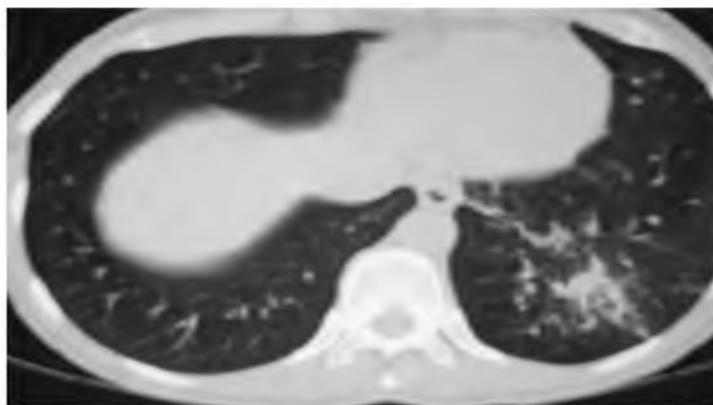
КТ ОГК больного Д., 38 лет. Очаговая сливная инфильтрация в S9 левого легкого с участками «матового стекла»
